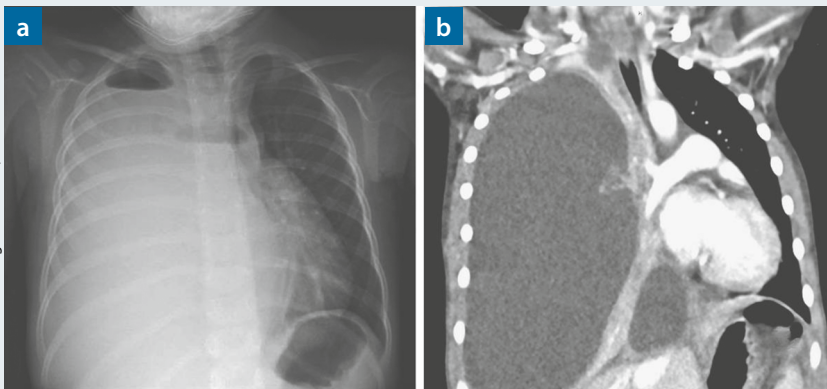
Brustkorb eines vierjährigen Mädchens. a) Hydropneumothorax in der Röntgenaufnahme; b) Kollaps der rechten Lunge und Verlagerung des Mediastinums nach links in der Computertomografie
